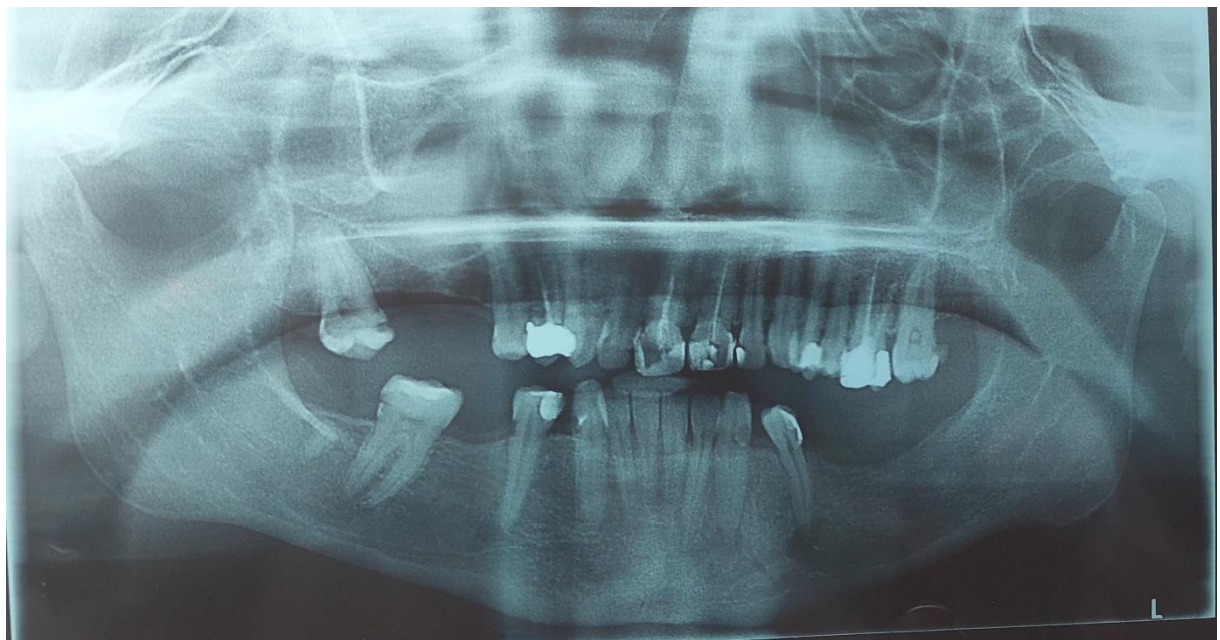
La radiographie panoramique.
